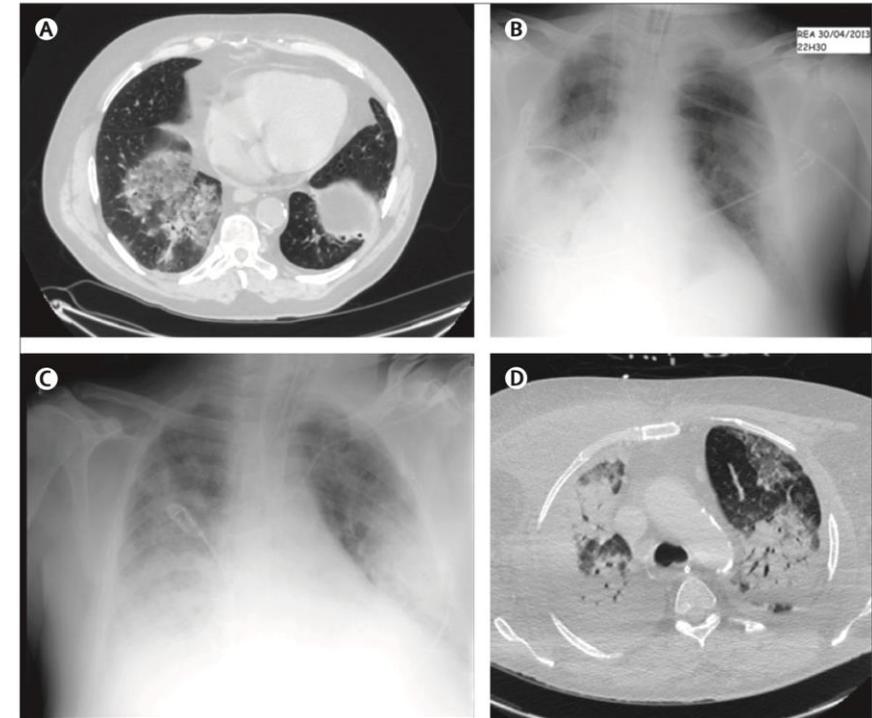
Radiographs and CT scans of the chest of patient 1
